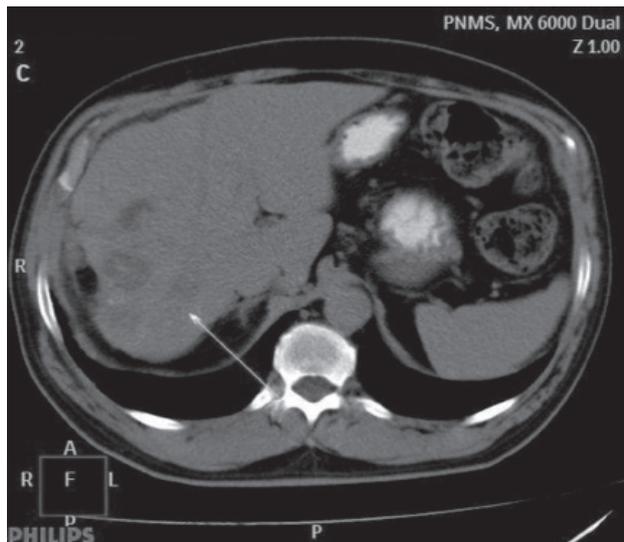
Компьютерная томограмма больного А. после термоабляции метастаза печени
